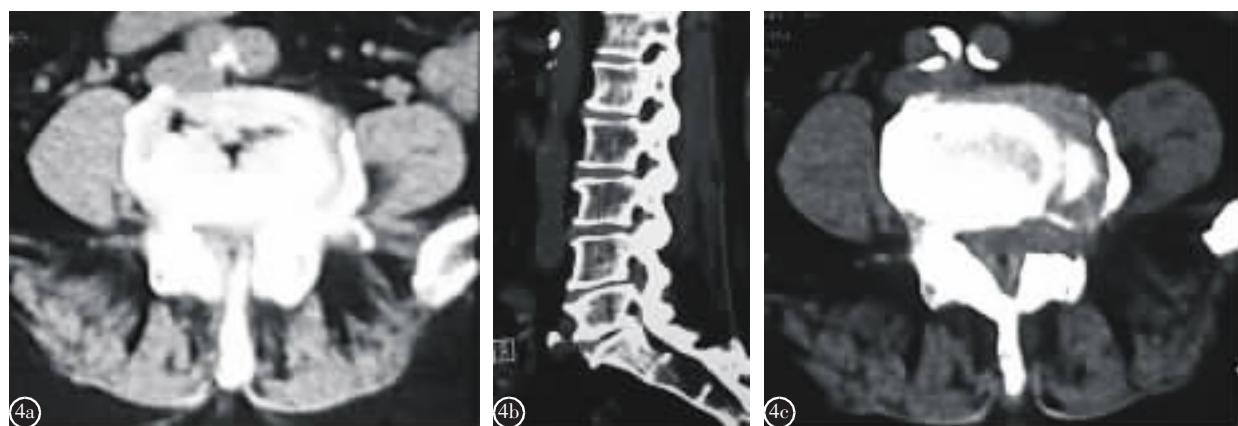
患者女性,69岁,左下肢疼痛 a 术前 CT 轴状面显示 L4/5 节段左侧侧隐窝狭窄 b,c 术后 CT 显示 L4/5 左侧侧隐窝狭窄获得彻底减压
